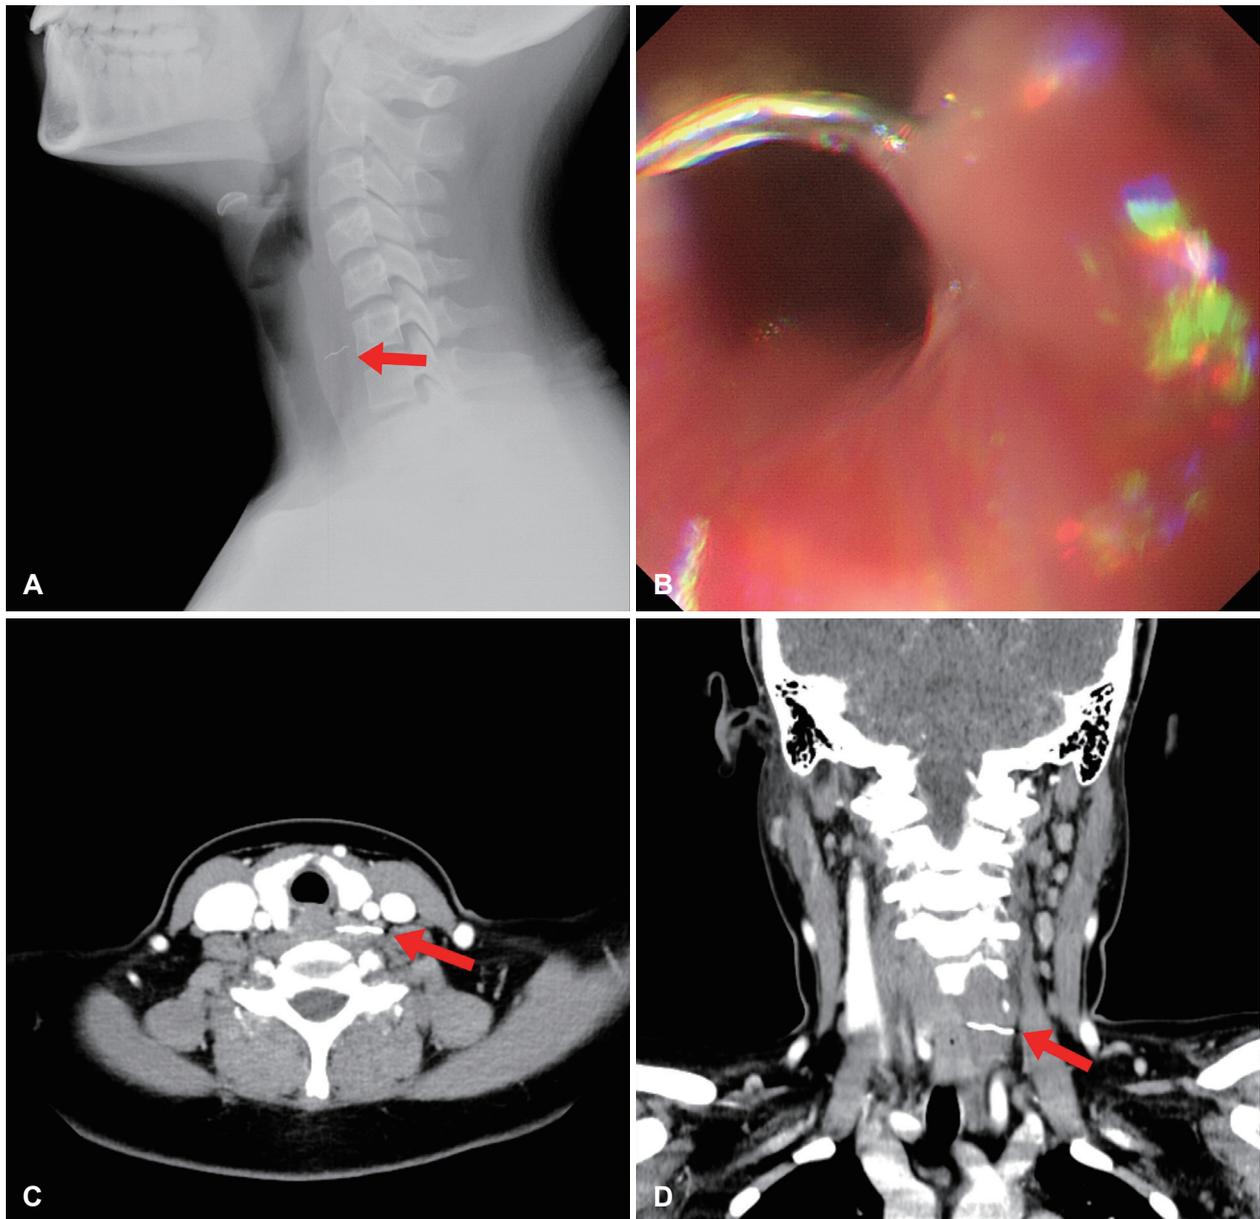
Preoperative evaluation. A: Pre-operative lateral neck X-ray shows approximately 2 cm sized linear shaped radiopaque material. B: Pre-operative esophagogastroduodenoscopy shows that metallic foreign body is located in lower level of upper esophageal sphincter. C and D: In pre-operative CT imaging, metallic foreign body material is located at the left longus colli muscle. C: Axial image. D: Coronal image. A, C, and D arrow: metallic foreign body.
